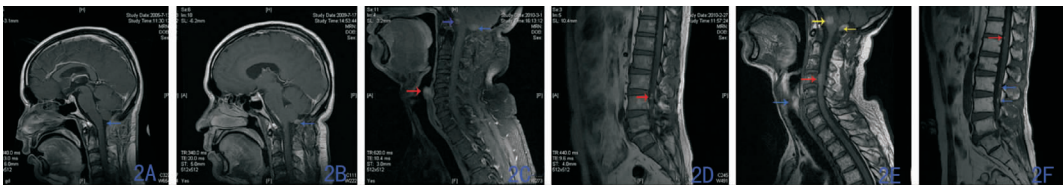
颅颈交界区黑色素瘤术后声带、脊髓多发转移;2A:第1次术后 MRI, 肿瘤全切 (蓝色箭头);2B:术后4年肿瘤原位复发 (蓝色箭头)。2C:术后5年枕骨大孔区、延髓肿瘤复发 (蓝色箭头), 声带肿瘤转移, 强化明显 (红色箭头);2D:术后5年, 胸11-腰2平面椎管内强化瘤结节, 黑色素瘤转移 (红色箭头);2E:术后7年枕骨大孔区肿瘤体积增大 (黄色箭头);声带瘤结节较前无明显改变 (红色箭头);颈4椎体水平椎管内脊髓左前方转移性黑色素瘤 (红色箭头);2F:胸2、胸11-12平面椎管内转移性黑色素瘤 (红色箭头), 腰1-4平面椎管内转移性黑色素瘤 (蓝色箭头)。
